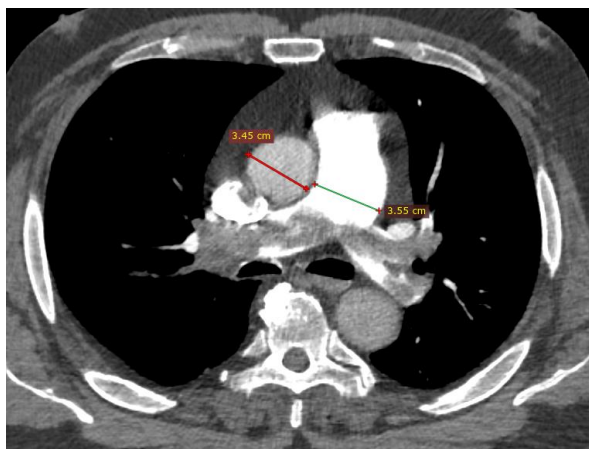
КТ с болюсным контрастированием, равенство диаметра восходящей аорты и легочного ствола
